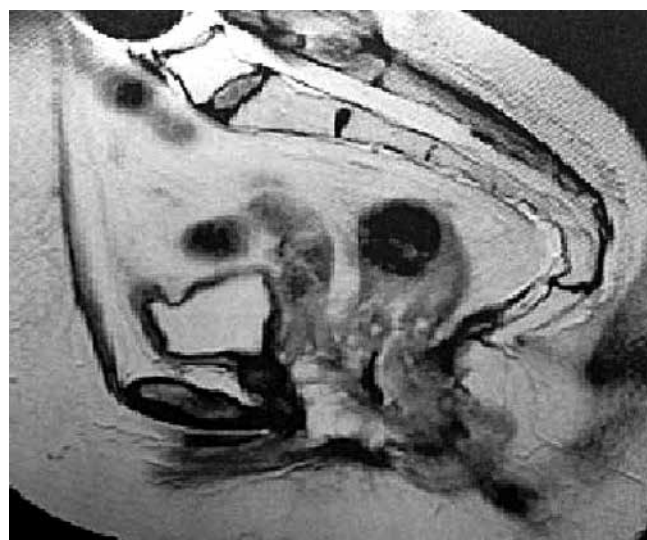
Пациентка Ч.: сагиттальный срез МРТ малого таза: значительное уменьшение опухоли и появление кистозного компонента в опухоли через 7 нед после ХЛТ
